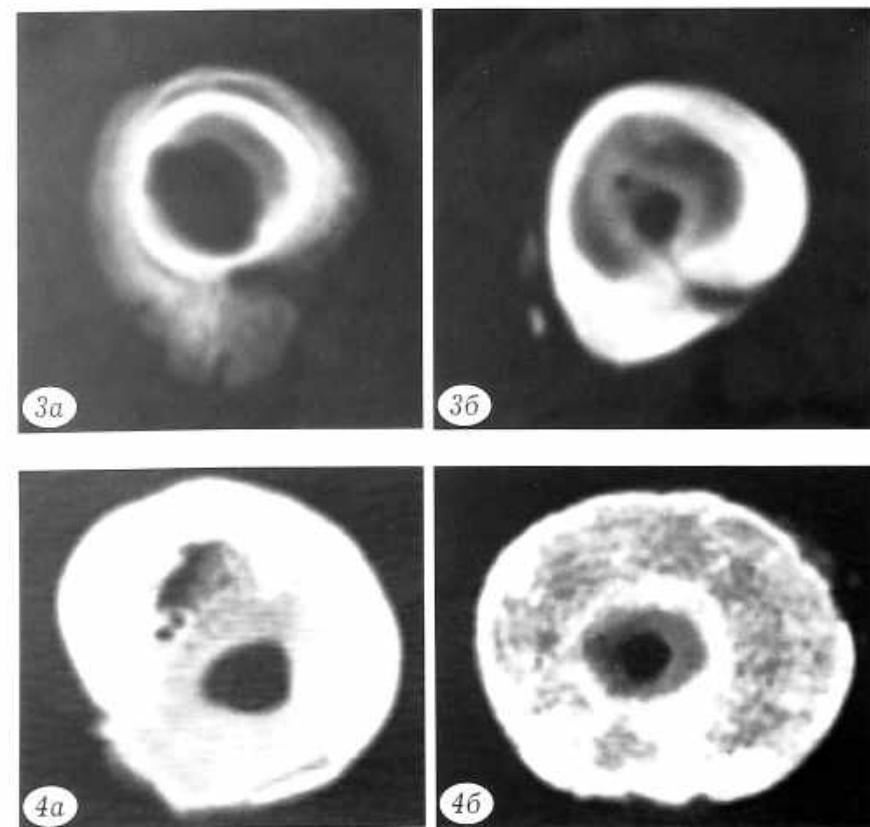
Компьютерные томограммы больного И., 16 лет. Хронический гематогенный остеомиелит нижней трети бедра (на одном уровне).
